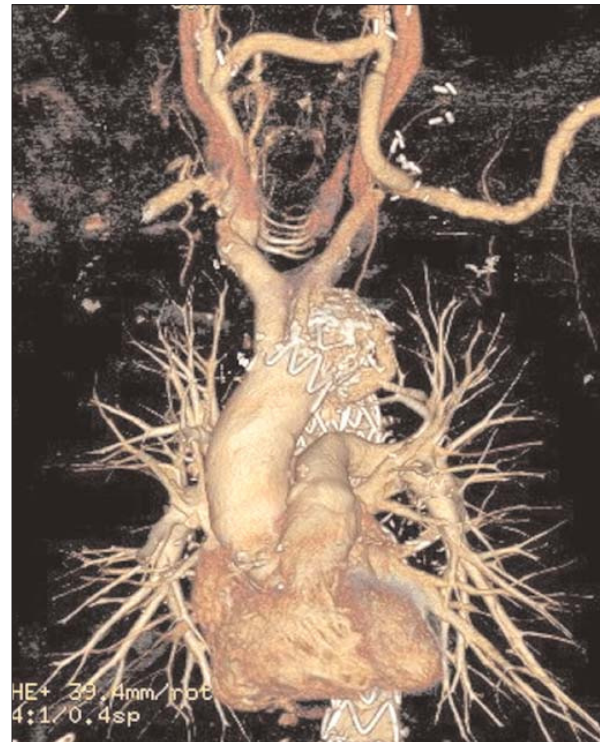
Angio-TAC de revascularización de los troncos supraaórticos.
